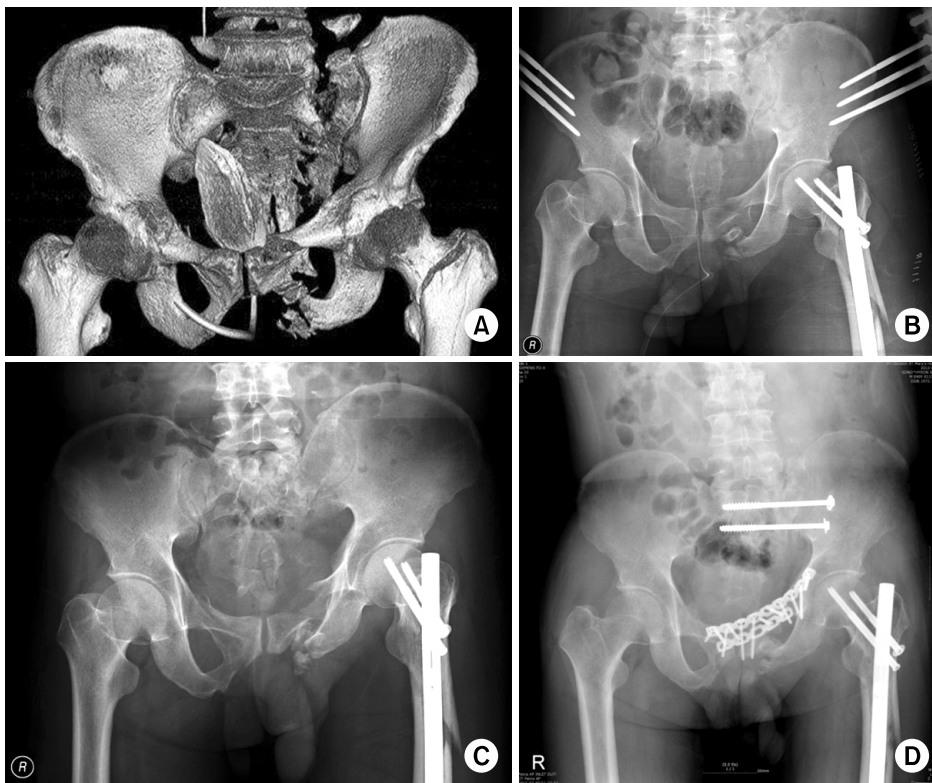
(A) Initial post-accident computed tomography scan showing both a rami fracture and a left sacral wing fracture (Tile type C). (B) Pelvic reduction and stabilization with anterior pelvic external fixator only. (C) Six months after the accident, simple radiographs showing superior migration of the left hemipelvis and nonunion of the fracture site. (D) Simple radiographs after surgical correction showing decreased cranial displacement.
